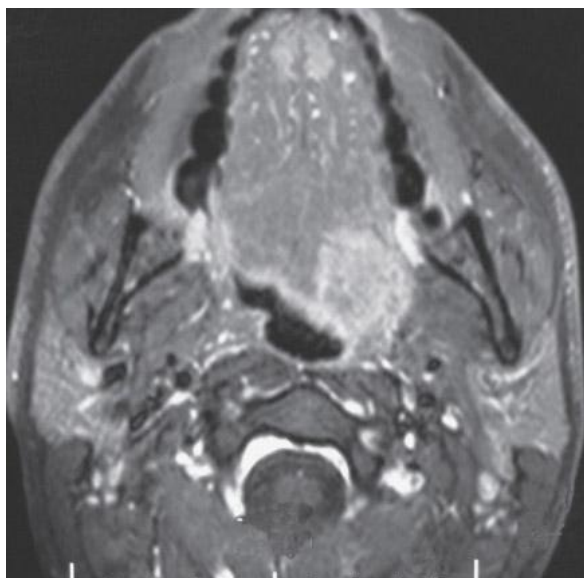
IRM en coupe axiale, séquence T1 avec injection de gadolinium : Tumeur de la base de la langue gauche sans anomalie locorégionale
